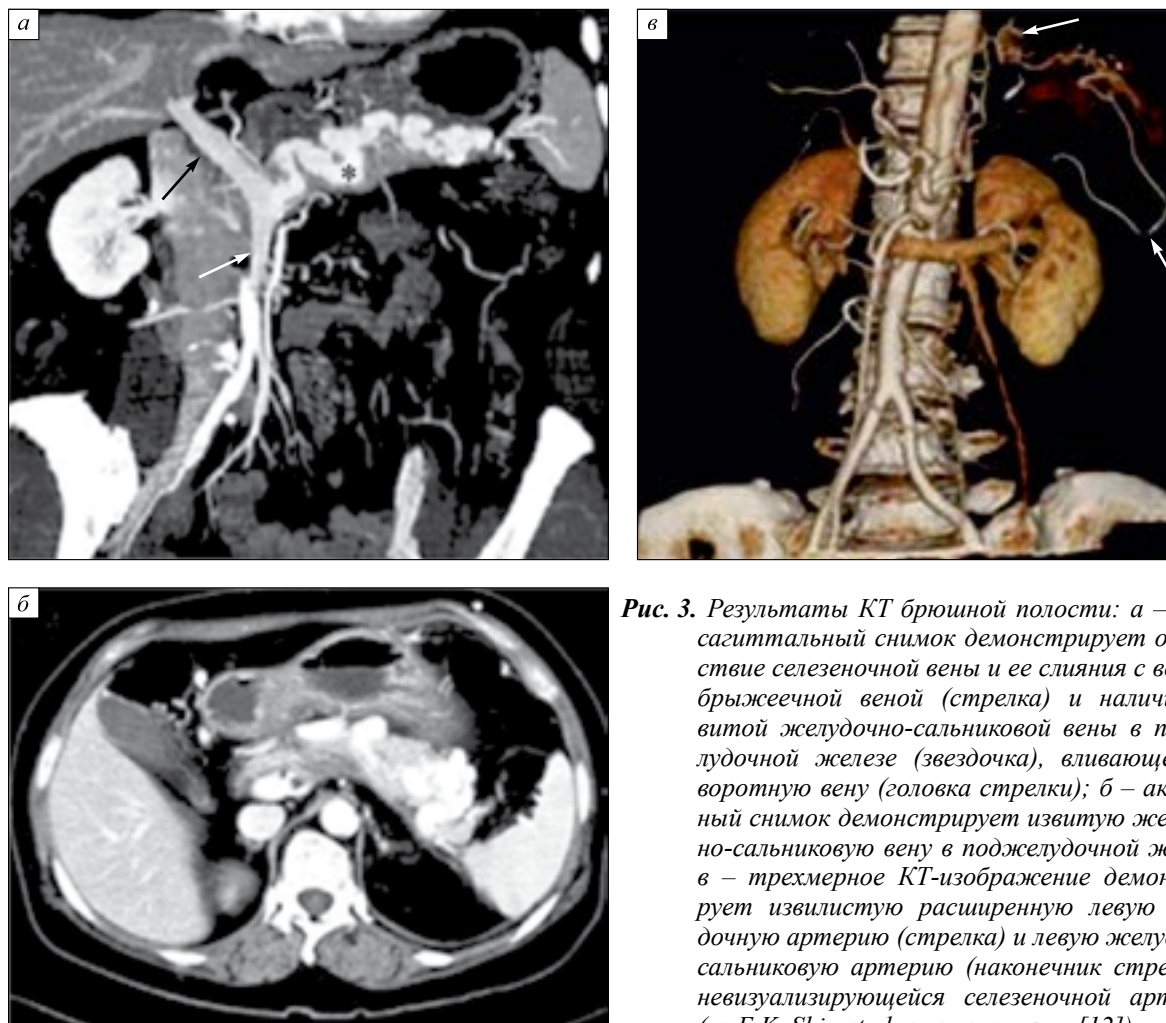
Результаты КТ брюшной полости: а – косой сагиттальный снимок демонстрирует отсутствие селезеночной вены и ее слияния с верхней брыжеечной веной (стрелка) и наличие извитой желудочно-сальниковой вены в поджелудочной железе (звездочка), вливающейся в воротную вену (головка стрелки); б – аксиальный снимок демонстрирует извитую желудочно-сальниковую вену в поджелудочной железе; в – трехмерное КТ-изображение демонстрирует извилистую расширенную левую желудочную артерию (стрелка) и левую желудочно-сальниковую артерию (наконечник стрелки) с не визуализирующейся селезеночной артерией (из Е.К. Shin et al. с изменениями [12])
